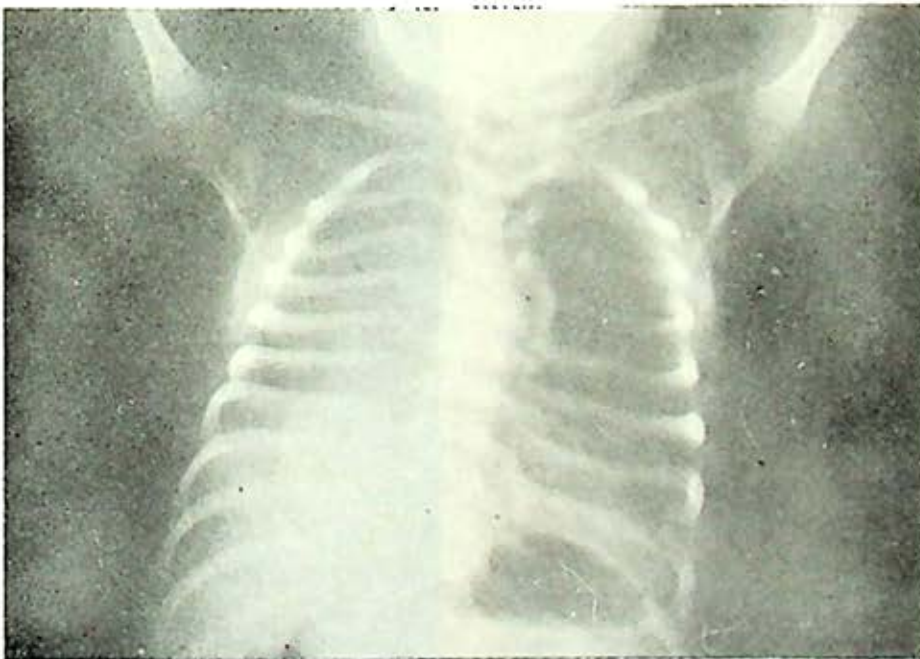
Radiografía simple de secuestro pulmonar total derecho.
